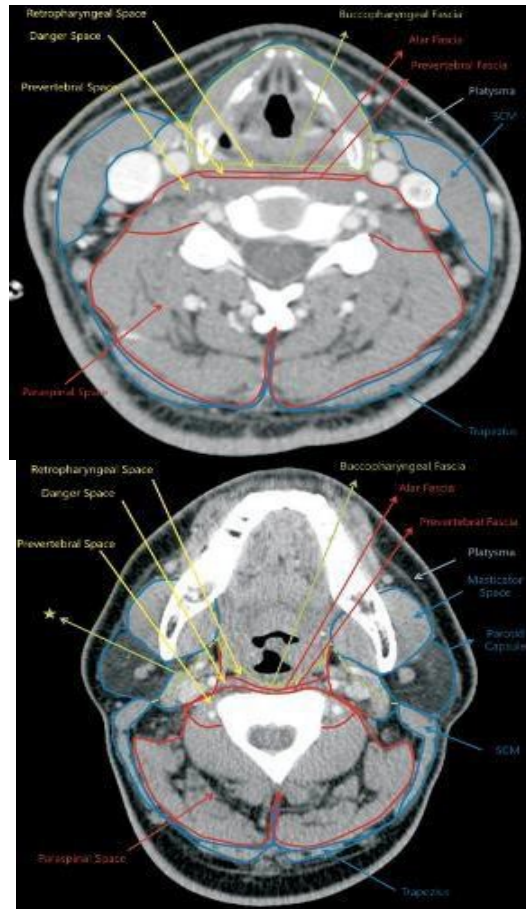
Fascias del cuello infrahioideo (izquierda) y suprahioideo (derecha). Imágenes en plano transversal de TC contrastada muestran la capa superficial (línea azul), media (línea verde) y profunda (línea roja) de la fascia cervical profunda. ★ Espacio carotídeo. SCM= músculo Esternocleidomastoideo (5).
